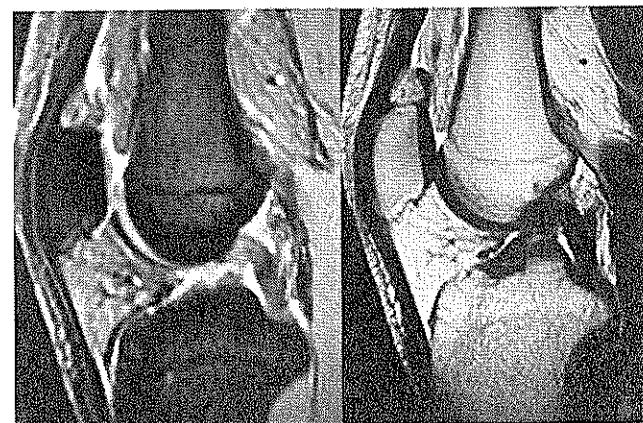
Preoperatif MRG görüntüleri
